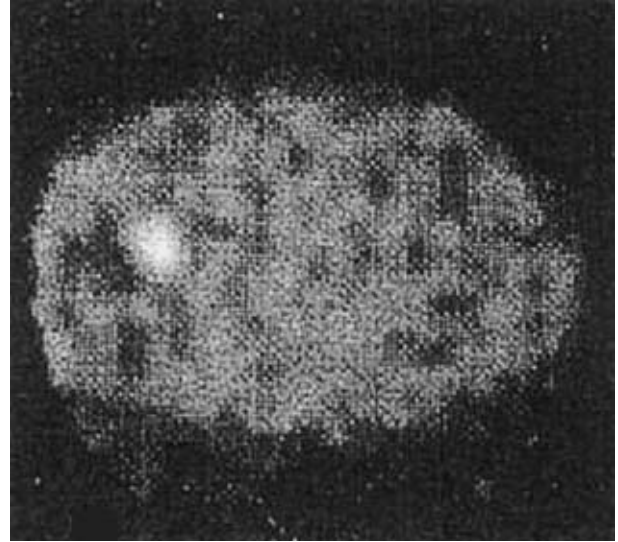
¹¹¹In-pentetreotide scintigraphy demonstrated marked accumulation in the right middle lobe.
